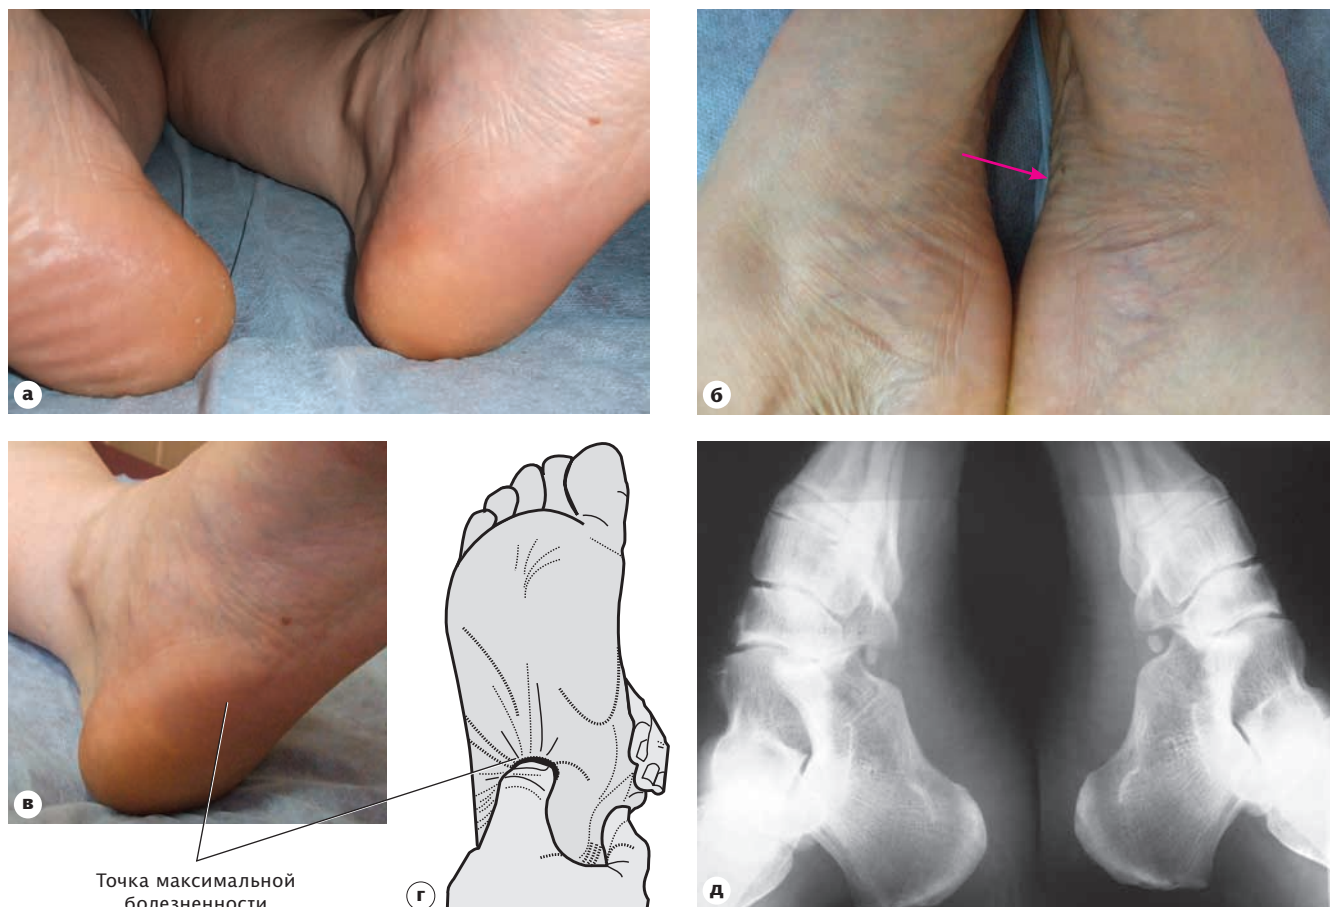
Клиническое обследование и рентгенологическое исследование. Больная К. (42 года) [4], по профессии — продавец. В течение 3 недель беспокоит нарастающая боль в подошвах стоп. (а) Отек и гиперемия кожи в пяточной области. (б) Утолщение подошвенного апоневроза (стрелка). Точка максимальной болезненности при пальпации (в) соответствует локализации болезненности при подошвенном фасциите (г) (рисунок М. и Д. Доэрты [2]). Диагноз после клинического обследования — подошвенный фасциит; возможно, пяточные шпоры с энтезопатией. (д) По результатам рентгенографии пяточные шпоры с энтезопатией не подтвердились. УЗИ выявило подошвенный фасциит. Назначено лечение.
